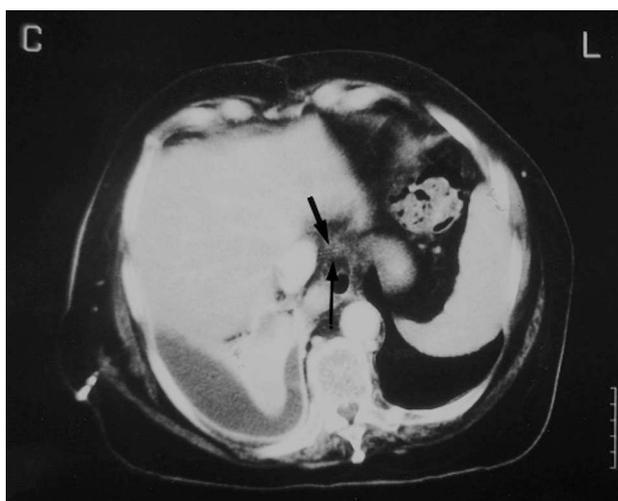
Tomografía computarizada torácica en la que se observa un derrame derecho y la punta de un catéter en la luz de la vena cava (flechas negras).
